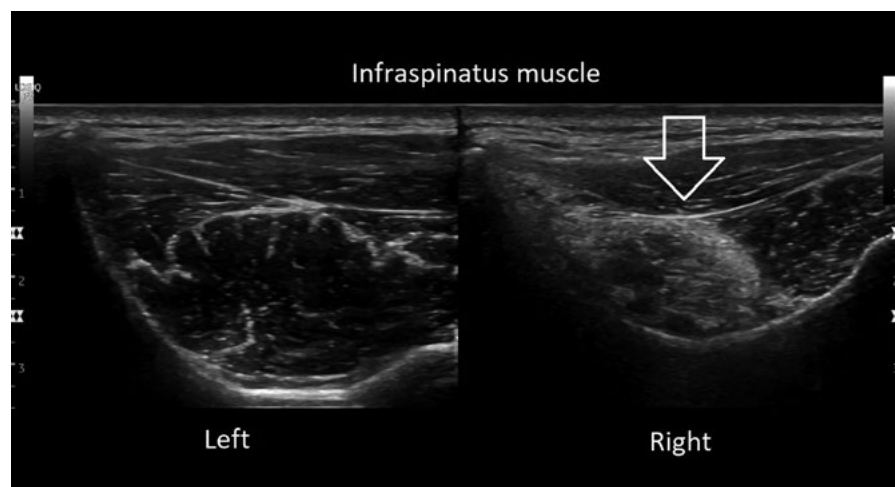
Comparative axial ultrasound image of infraspinatus muscle in the infraspinous fossa with right-sided atrophy
